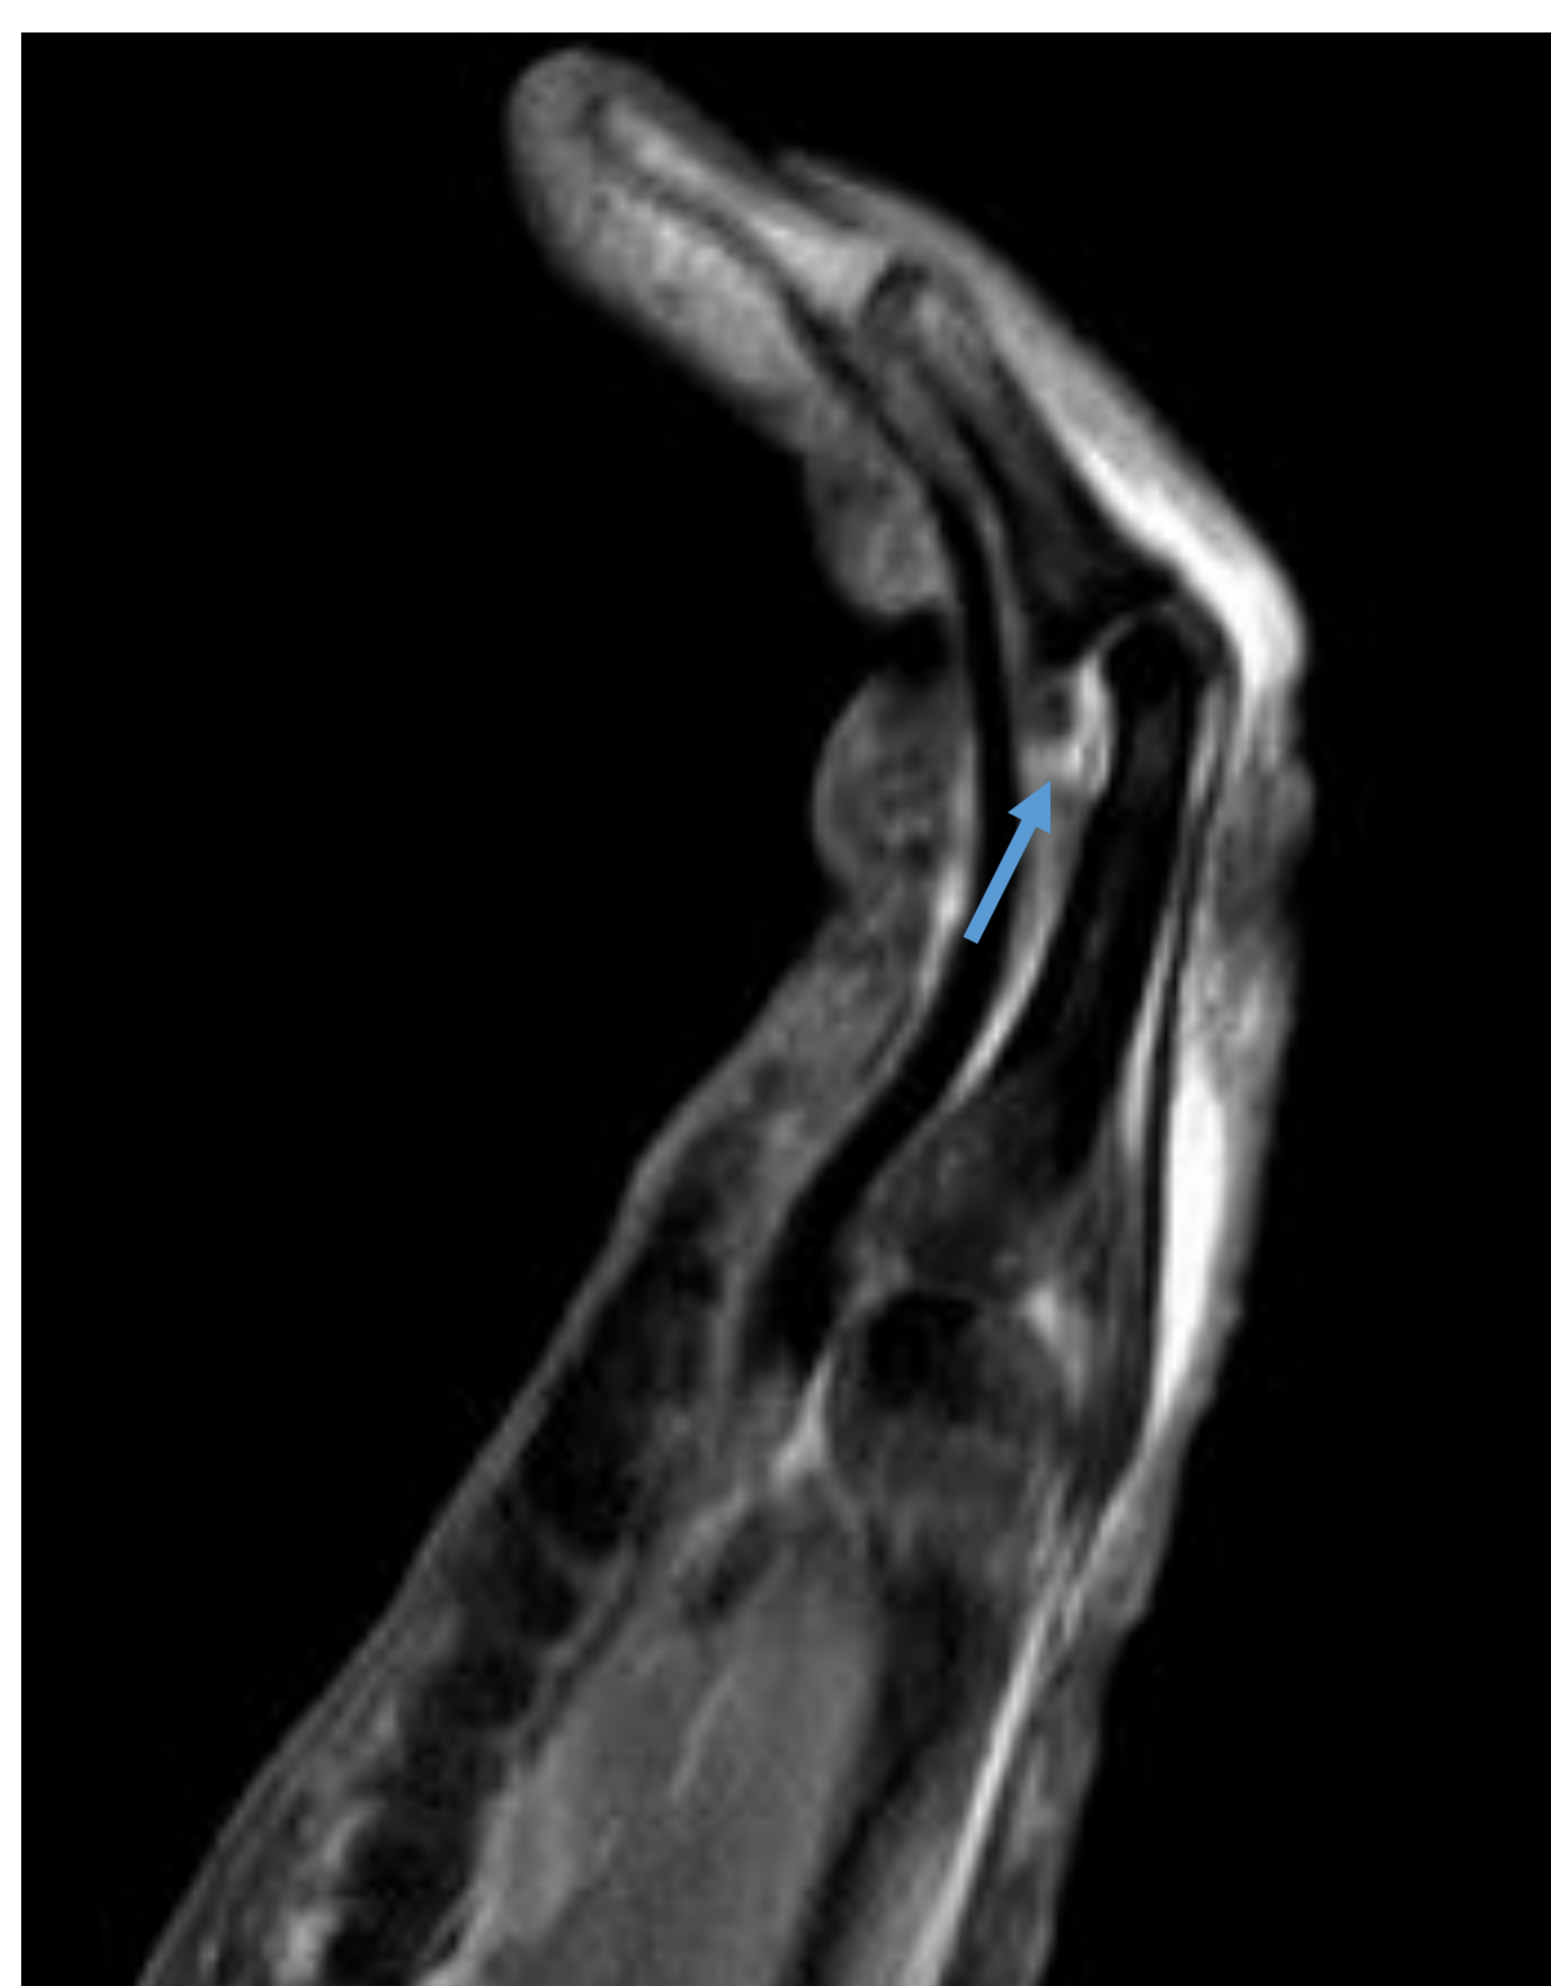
Paciente con traumatismo en la articulación IFP. RM realizada 45 días después del traumatismo, evidenciando lesión de la inserción proximal de la placa volar (flecha). Rx realizada 6 meses después, persiste deformidad en pseudoboutonniere.
